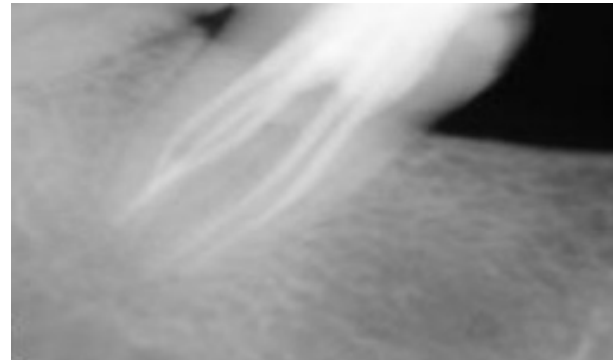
Диагностическая рентгенограмма качества пломбирования сразу после obturации корневого канала
